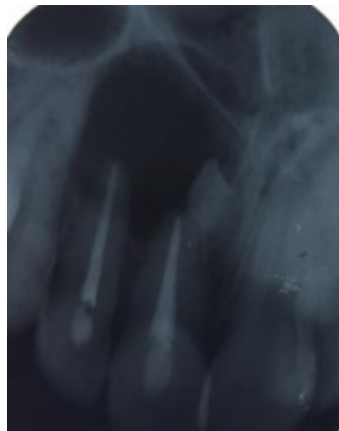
Radiografía retroalveolar control endodoncia. Se realiza previo a desinclusión endodoncia de dientes asociados a lesión osteolítica.
